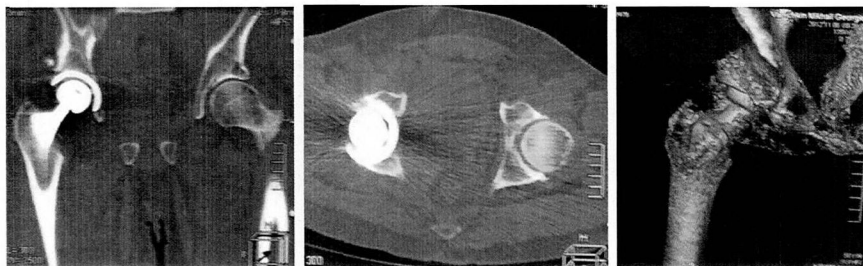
КТ после тотального эндопротезирования правого тазобедренного сустава
